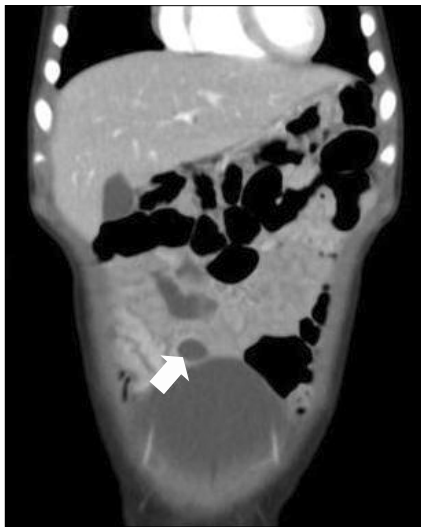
On a contrast-enhanced CT scan, a 2.4 cm cystic-like mass with an enhancing wall (arrow) is demonstrated in the left lower peritoneal cavity adjacent to an ileal loop.
